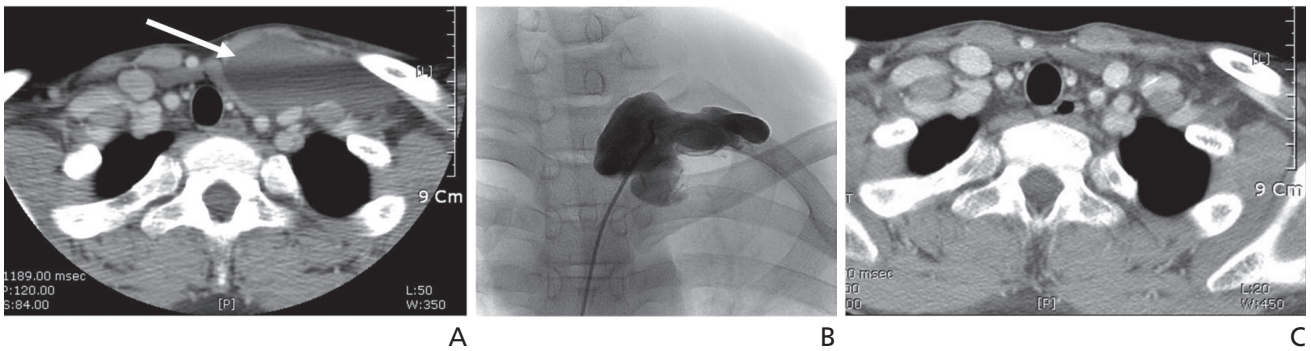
Sclerotherapy in patient with macrocystic lymphangioma. (A) Pre-treatment computed tomography (CT) shows the cystic lymphangioma (arrow) in left suprascapular area. (B) A 6F drainage catheter is inserted percutaneously into the lesion. A cystography shows a lobulated cystic lymphangioma. OK-432 (0.8 K, 8 mL) was injected into the cavity. (C) After 3 months, post-treatment CT shows complete resolution.
